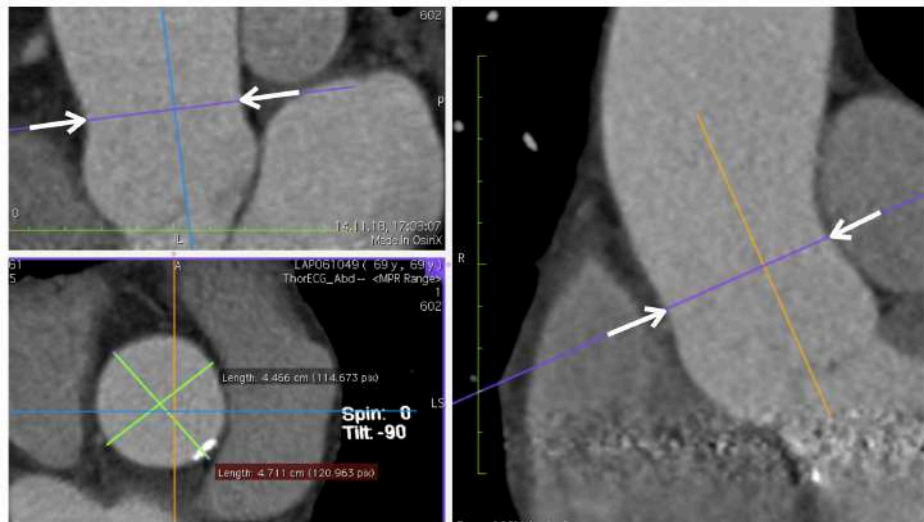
Измерения синотубулярного соединения (МСКТ-аортография)
